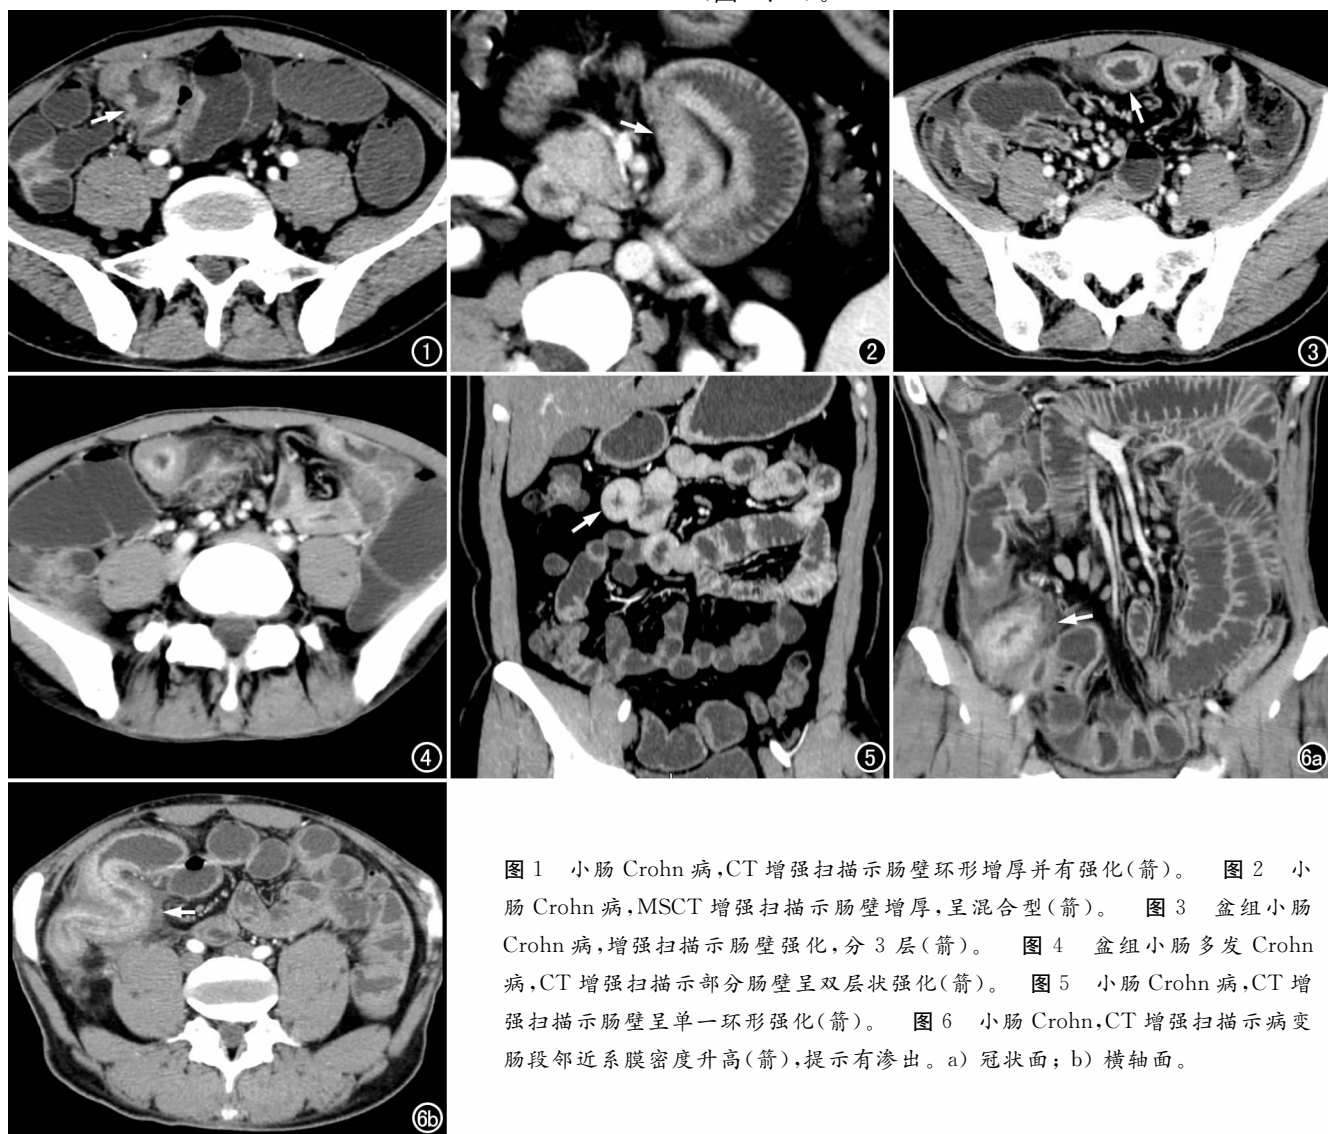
小肠 Crohn 病,CT 增强扫描示肠壁环形增厚并有强化(箭)。图 2 小肠 Crohn 病,MSCT 增强扫描示肠壁增厚,呈混合型(箭)。图 3 盆组小肠 Crohn 病,增强扫描示肠壁强化,分 3 层(箭)。图 4 盆组小肠多发 Crohn 病,CT 增强扫描示部分肠壁呈双层状强化(箭)。图 5 小肠 Crohn 病,CT 增强扫描示肠壁呈单一环形强化(箭)。图 6 小肠 Crohn,CT 增强扫描示病变肠段邻近系膜密度升高(箭),提示有渗出。a) 冠状面; b) 横轴面。
